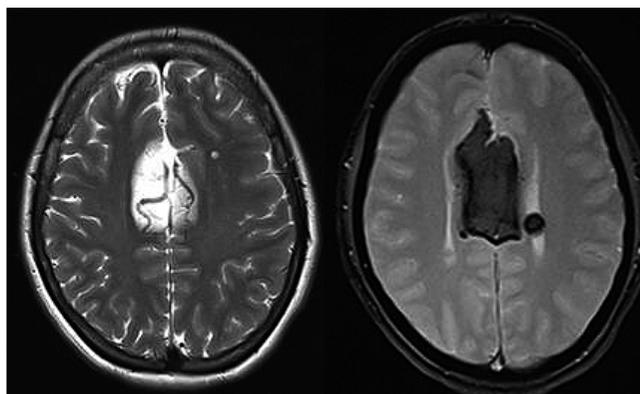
MRI brain axial section reports high intensity lesion sequence T1 and T2, which is performed with the dye and is in supracallosa midline predominance to right and surrounded by bilateral circumflex.
